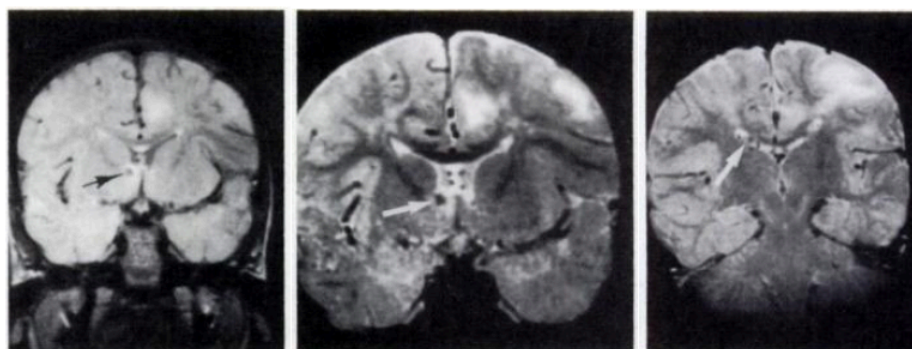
Imagen de RM en esclerosis tuberosa tomada de Nixon y colaboradores (1989) mostrando mostrando lesiones corticales hiperintensas en T2 y otras periventriculares hipointensas.
